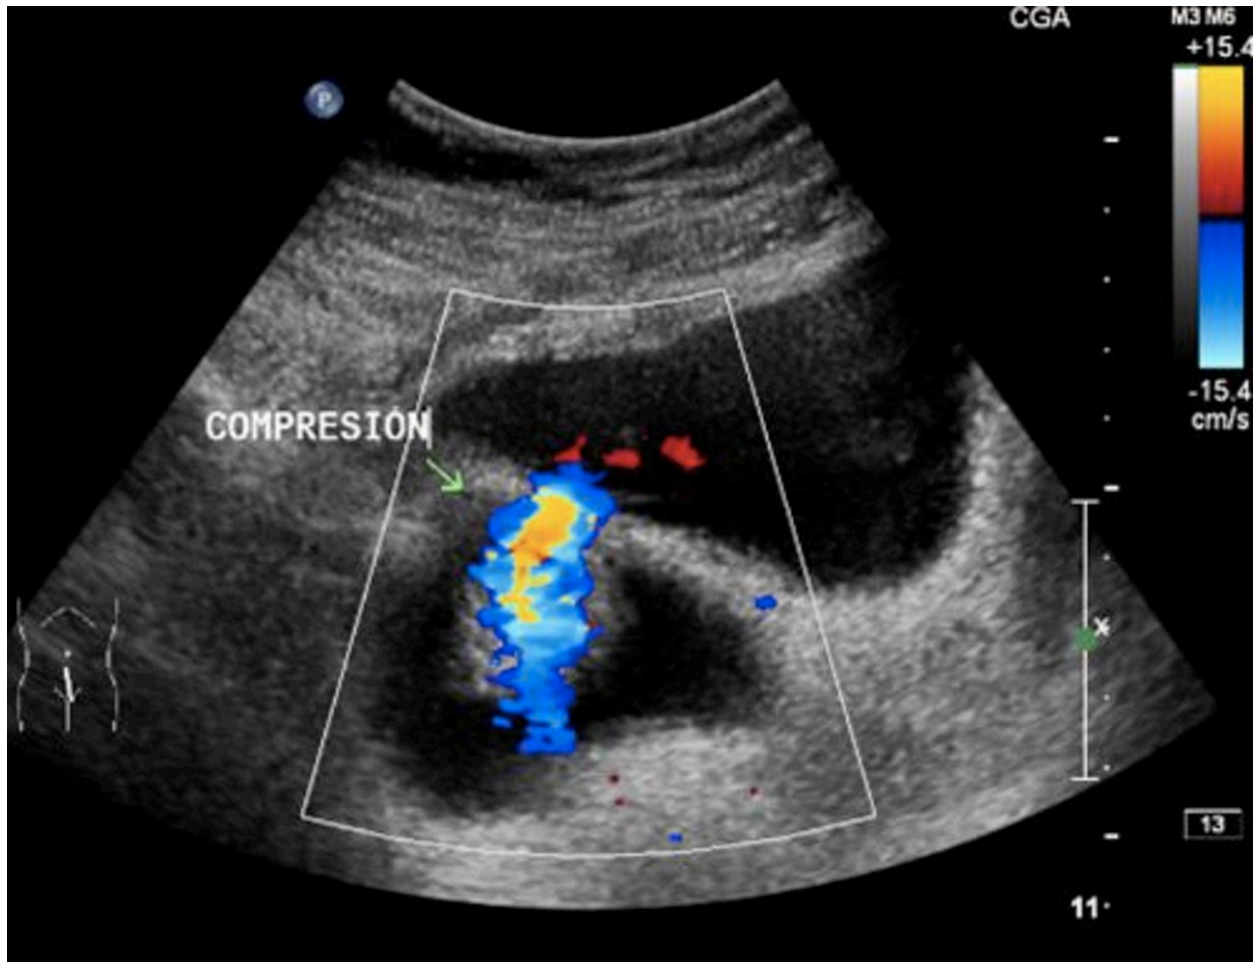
Imágenes de ecografía y estudio Doppler que demuestran comunicación entre vejiga y canal cervical. El estudio Doppler con maniobra de compresión, muestra dirección de flujo desde la vejiga hacia el cervix.
